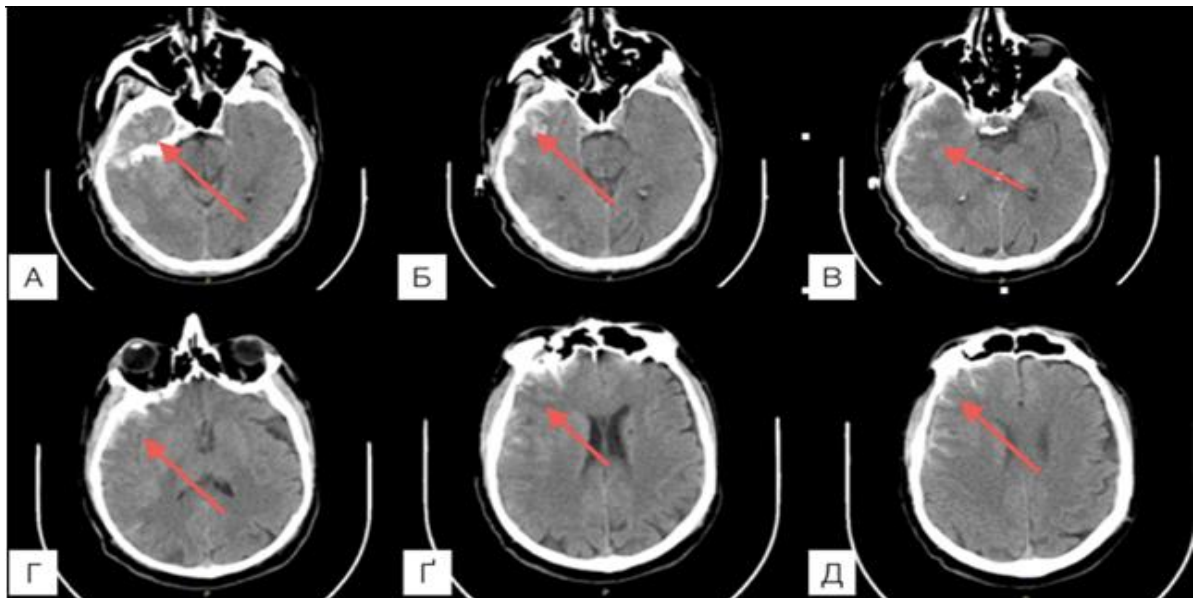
Спостереження №132. КТ хворого Л-зе 71 років, ЗЧМТ (історія хвороби №17796). На момент госпіталізації свідомість порушена по типу кома I (8 балів по ШКГ). Первинна КТ проведена через 2 години після травми виявила забій базальних відділів лобної та скроневої долей (А, Б, В, Г), травматичний САК (Д).
